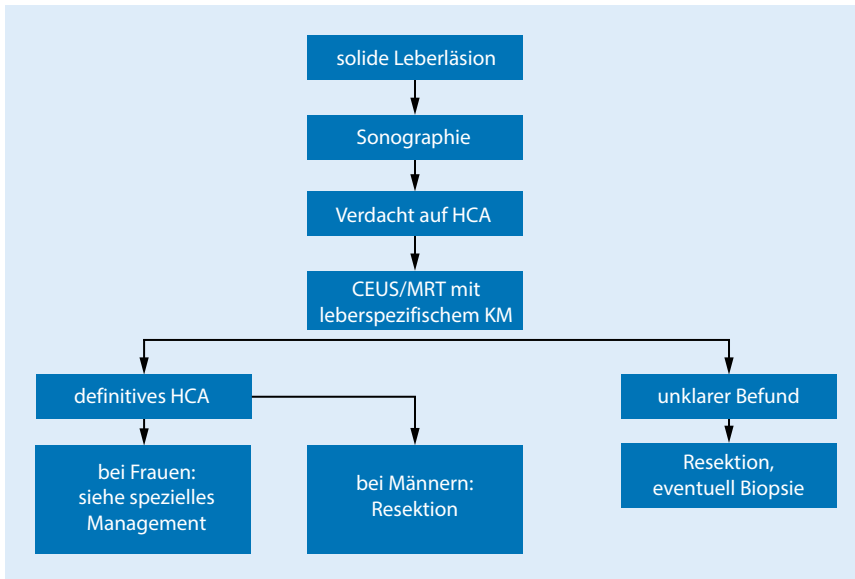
▲ Vorgehen bei Verdacht auf das Vorliegen eines Leberzelladenoms (HCA). CEUS kontrastmittelverstärkter Ultraschall, FNH fokale noduläre Hyperplasie, MRT Magnetresonanztomographie, KM Kontrastmittel. (Adaptiert nach [31])
